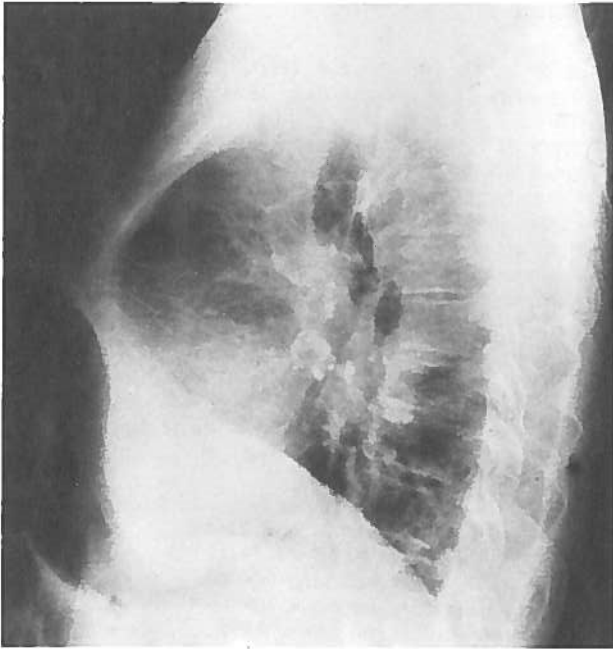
Postoperative Röntgenkontrolle
